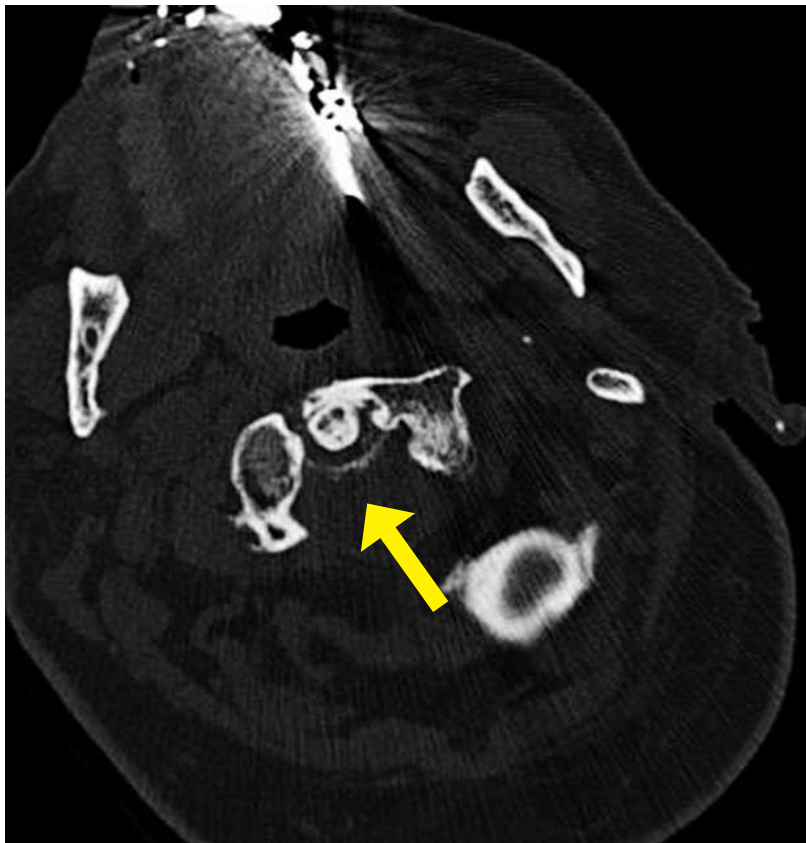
CT-Schädel mit kraniozervikalem Übergang: Schädelbasis axial im Knochenfenster mit sichtbarer Verkalkung des Lig. transversum atlantis («crowned dens syndrome», gelber Pfeil).
